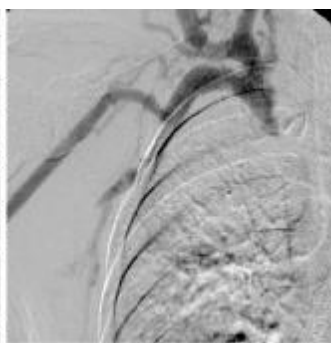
可见血流至右头臂静脉后终止, 流速缓慢, 并经颈部的侧支循环回流, 可见对比剂填充的形态和 CT 静脉造影的三维图像很相似, 经球囊扩张后, 右臂肿胀明显减轻
